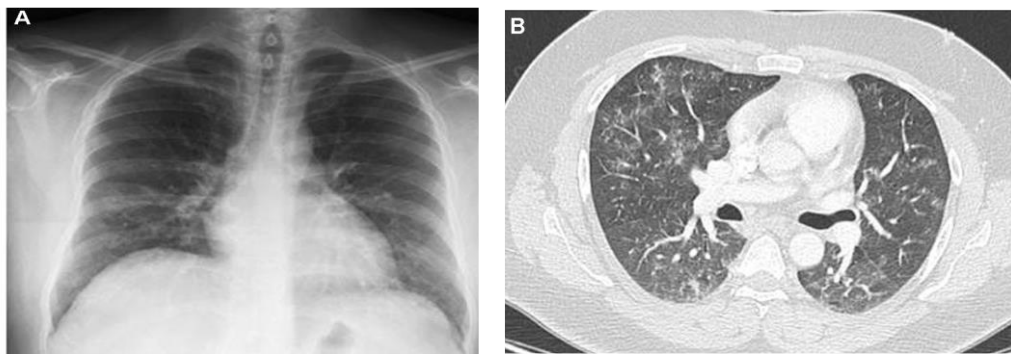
Pneumocystose inaugurale :A. Radiographie thoracique B. Coupe tomodensitométrique[52].
